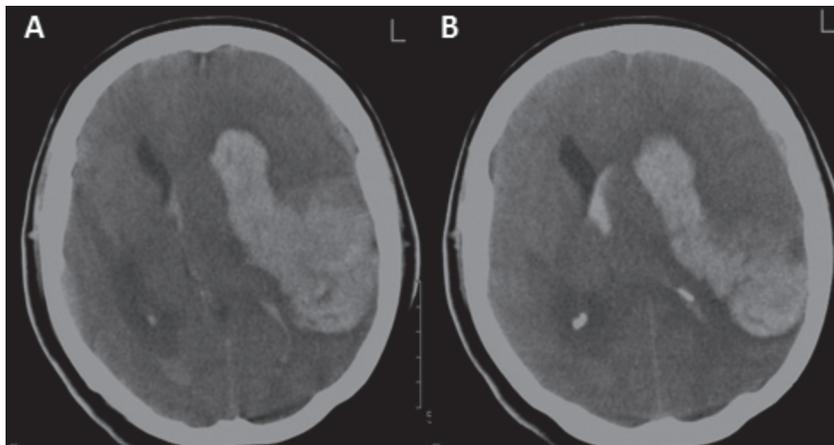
TAC cerebral simple segunda hospitalización.
